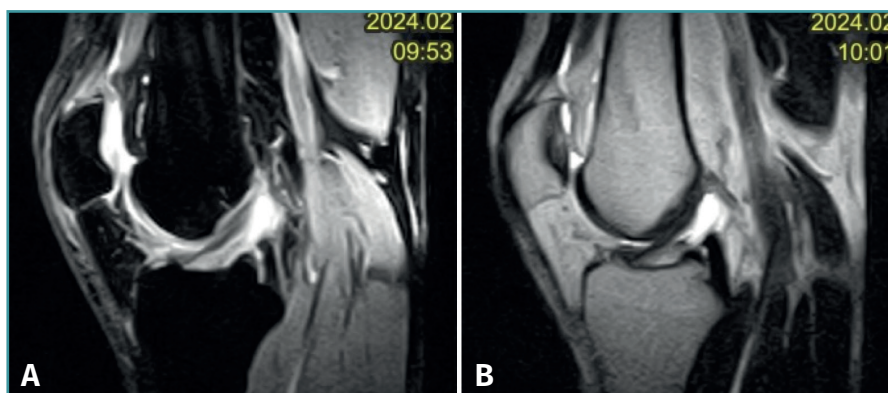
Imagen de resonancia magnética del quiste sinovial localizado en el ligamento cruzado anterior en cortes sagitales. A: secuencia DP FS en corte sagital de la rodilla; B: secuencia DP T1 en corte sagital de la rodilla.
